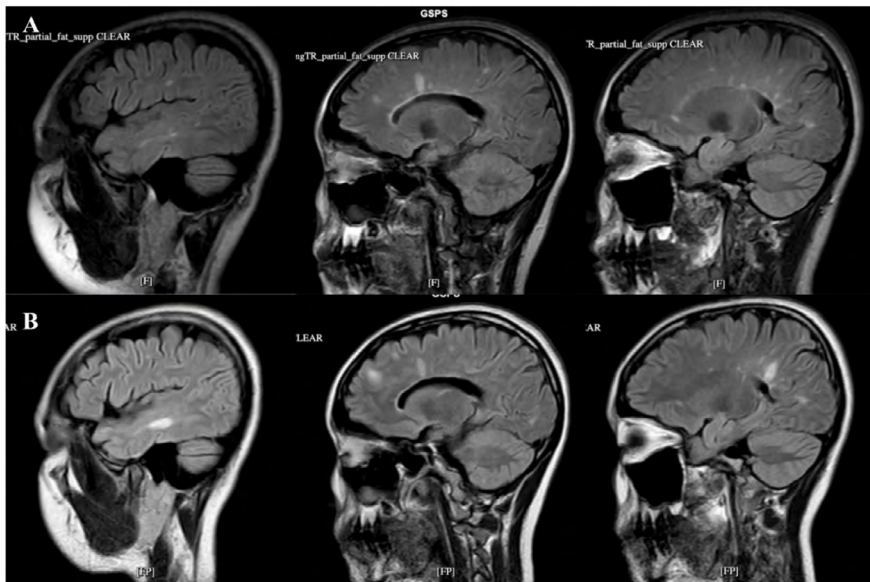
Sagittal brain MRI (FLAIR sequence) comparison 2 years (row A) and 3 years (row B) after initial presentation
